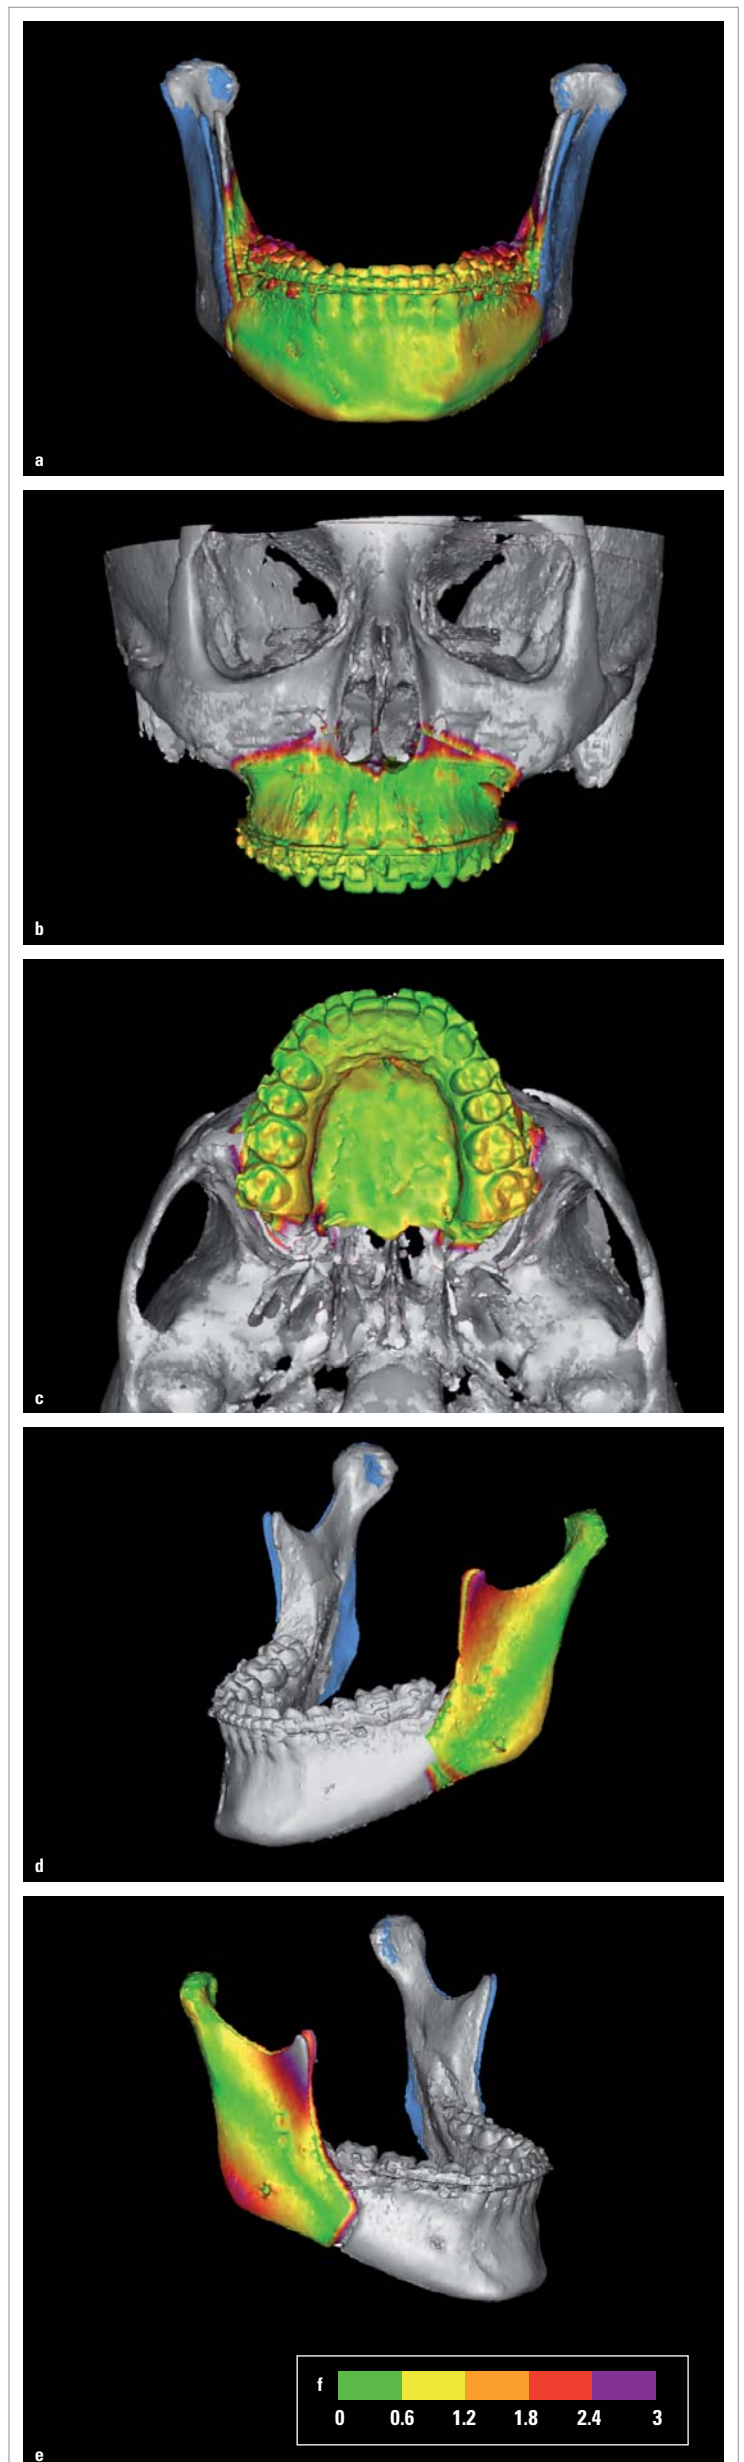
Überlagerung des geplanten und tatsächlichen postoperativen CBCT (a bis e). Unterschied zwischen der geplanten und tatsächlichen Position in Millimetern (f).
